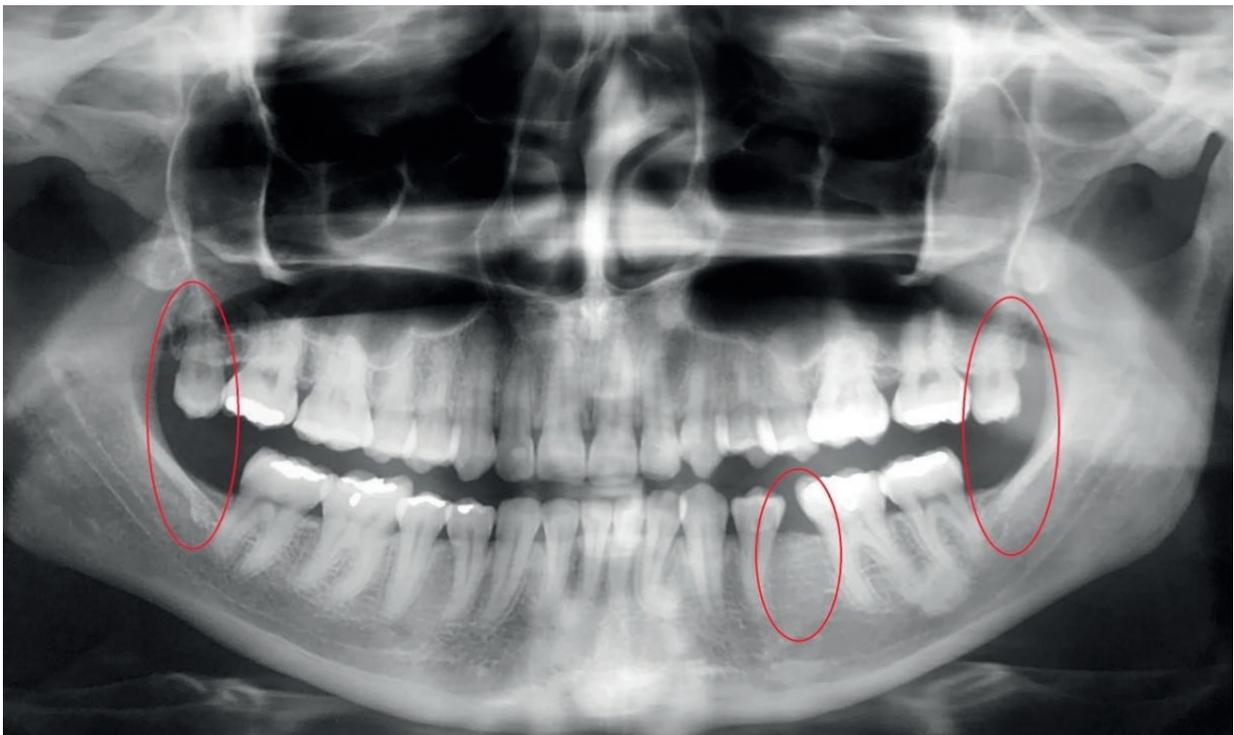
Radiografia panorâmica de paciente do gênero feminino, 29 anos de idade, com agenesias de terceiros molares inferiores, segundo pré-molar inferior e alteração de forma da coroa do terceiro molar superior direito. Fonte: Os autores.
